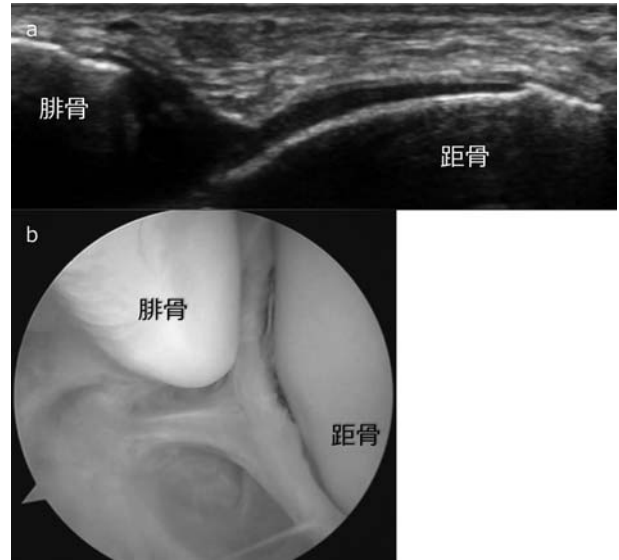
前距腓靱帯損傷(陳旧例) 超音波画像と鏡視画像との照合
